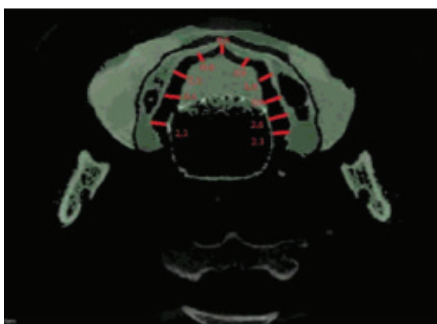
Компьютерная томограмма с контрастным веществом полости рта в формате «.dcm»
